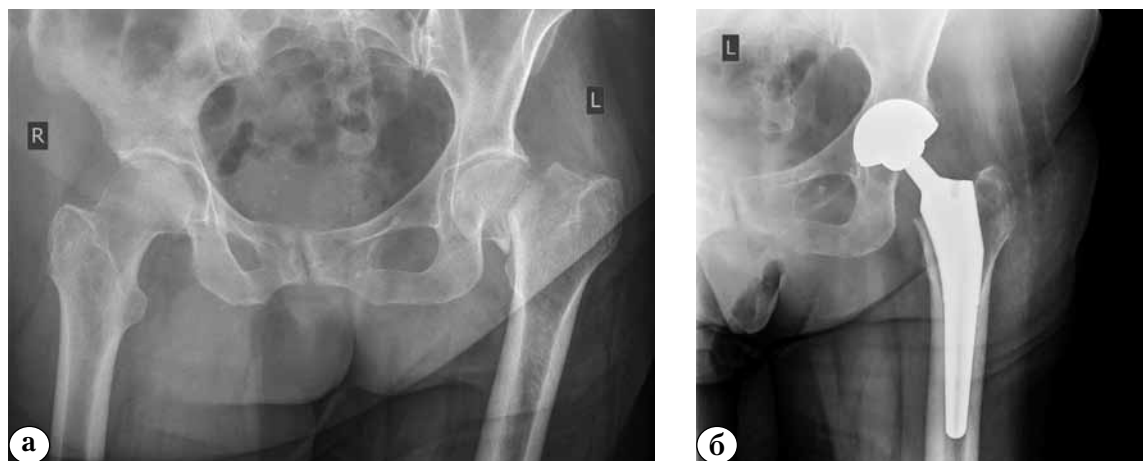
Рентгенограммы пациентки П., 75 лет/Fig. 1. Female patient P., 75 y.o. X-rays:
